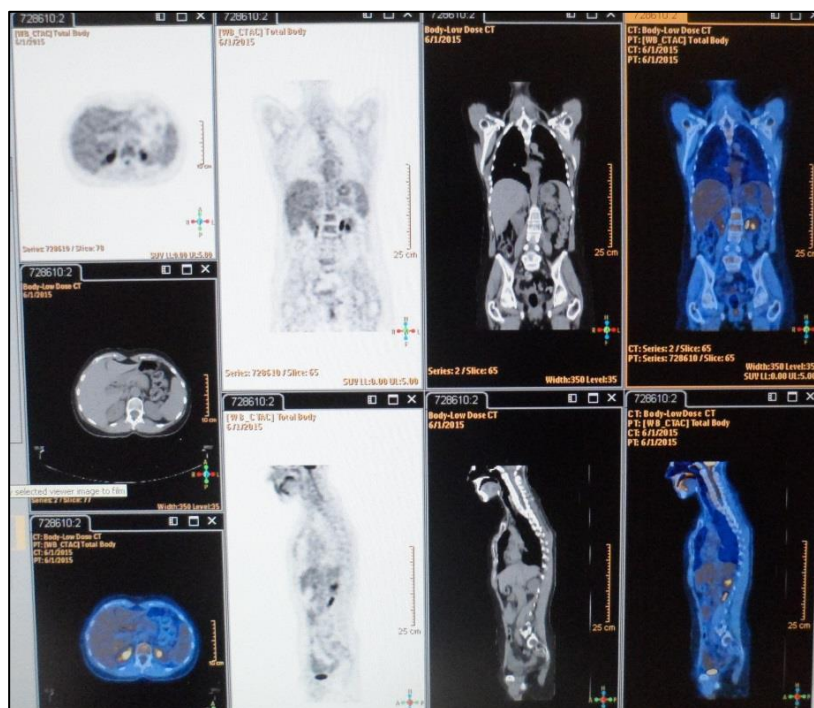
Visualização imagens PET/CT do Serviço de Medicina Nuclear da Fundação Champalimaud
